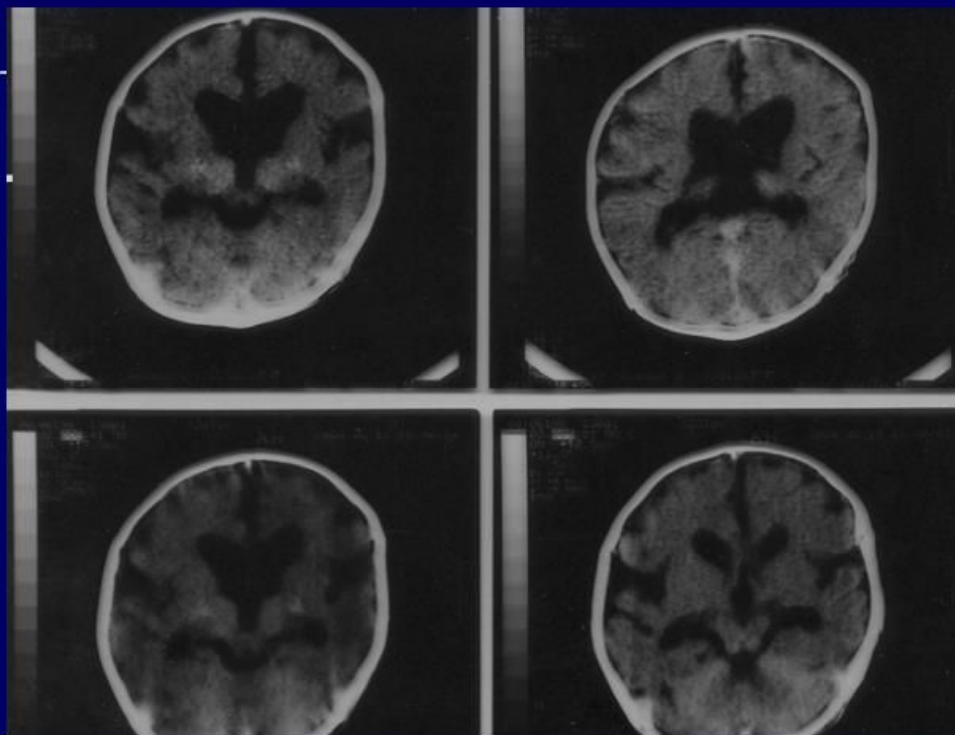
КТ больного И.А. 6 мес. Двусторонняя фронтальная дисгинезия, пахигирия. Синдром Веста (симптоматический). Тяжелое нарушение психомоторного развития.
